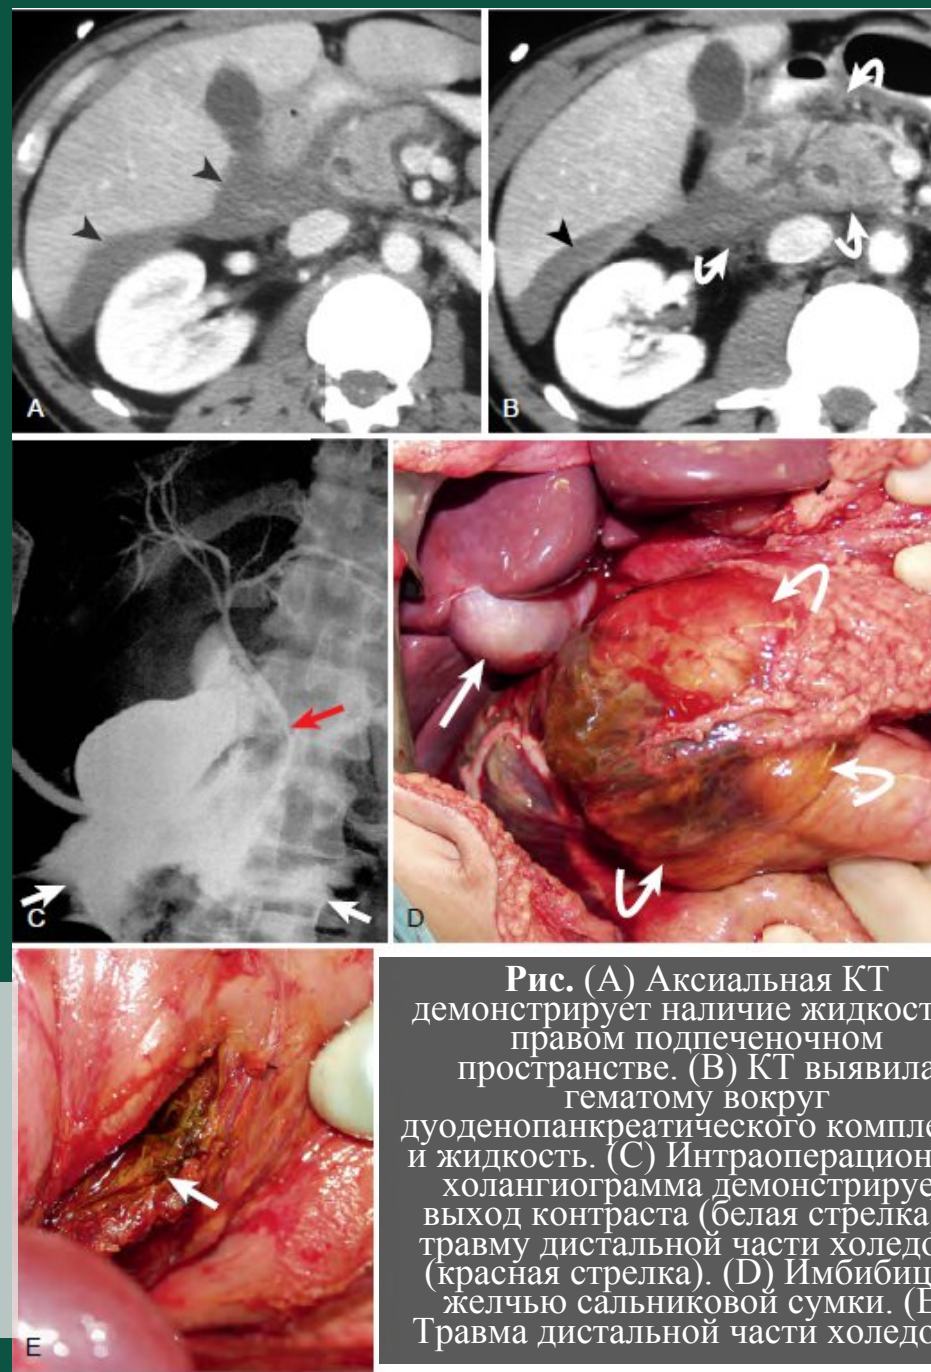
(А) Аксиальная КТ демонстрирует наличие жидкости в правом подпеченочном пространстве. (В) КТ выявила гематому вокруг дуоденопанкреатического комплекса и жидкость. (С) Интраоперационная холангиограмма демонстрирует выход контраста (белая стрелка) и травму дистальной части холедоха (красная стрелка). (D) Имбиция желчью сальниковой сумки. (Е) Травма дистальной части холедоха.
